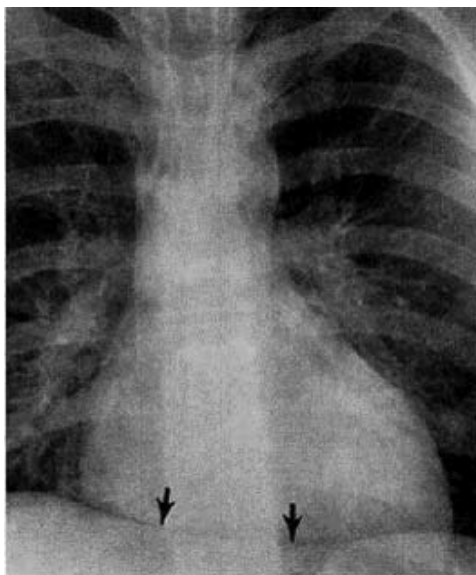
箭頭顯示Continuous diaphragm sign (Adapted with permission from the Am J Roentgenol.)
